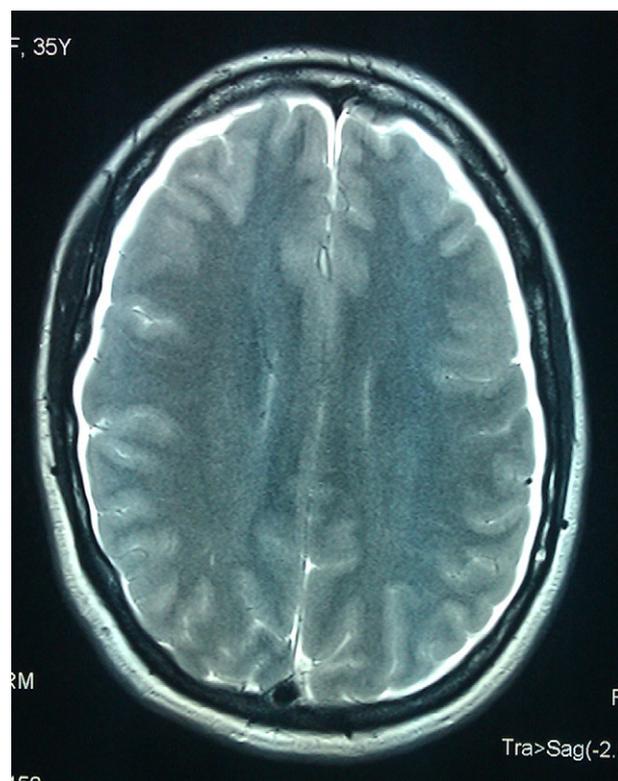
RM secuencia FLAIR. Realce dural homogéneo.
